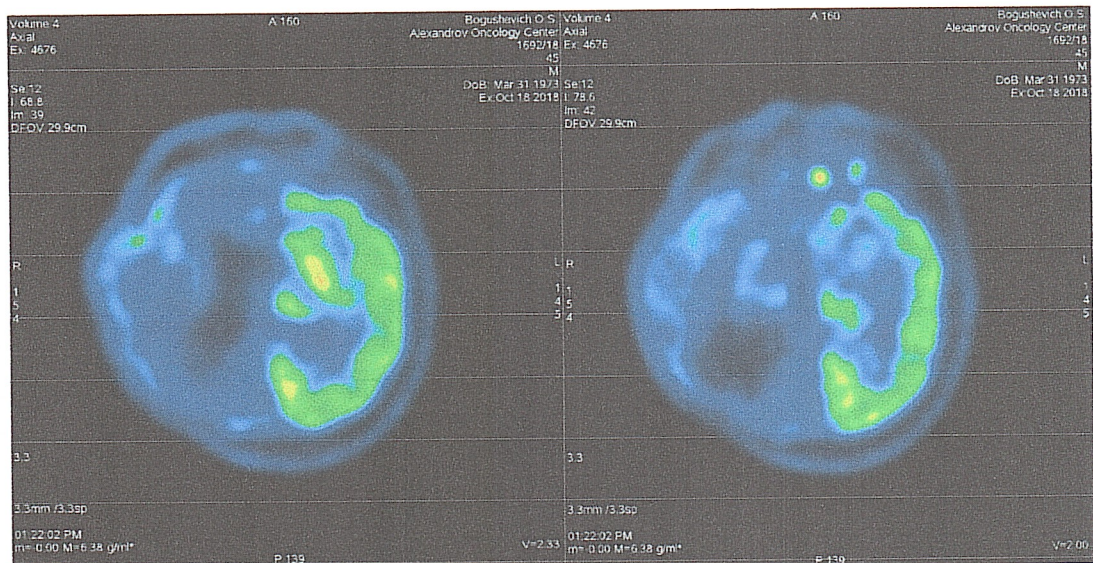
ПЭТ-КТ при ишемии ГМ до введения аМСК: определяется обширная гипометаболическая зона в правом полушарии ГМ
